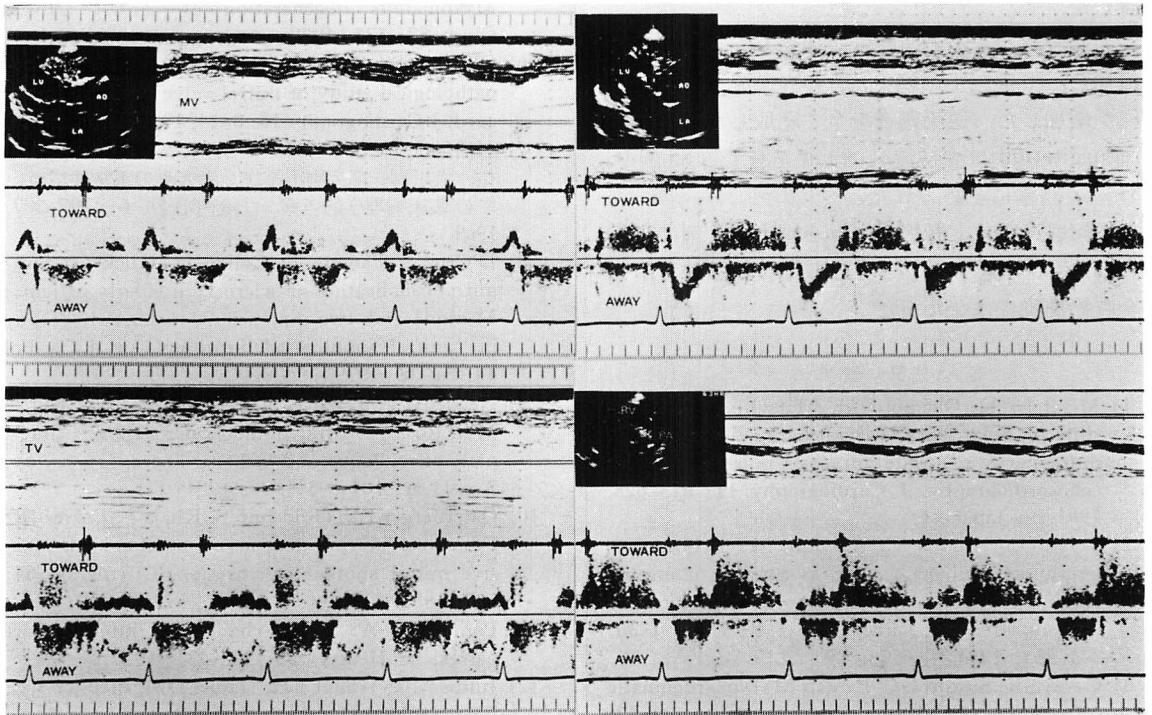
Pulsed Doppler echocardiograms of Case 2.
